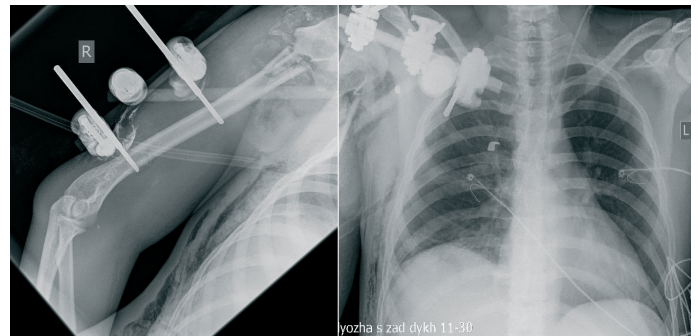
(а, б). Рентген груди и правого плеча
